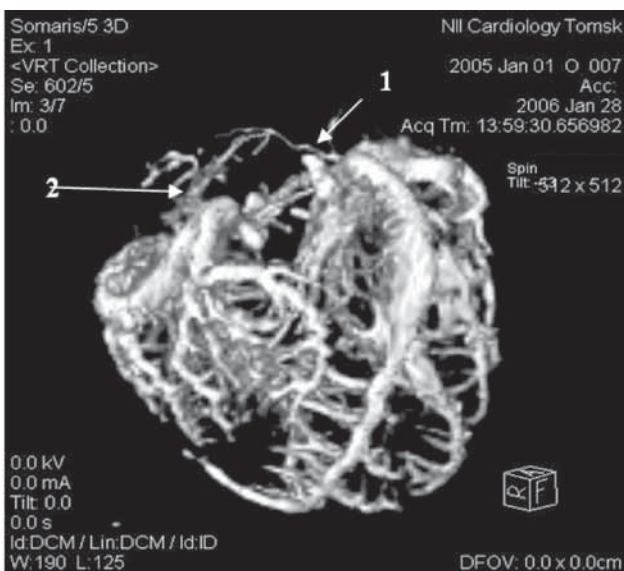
Спиральная компьютерная томограмма с трехмерной реконструкцией коронарного русла (1 – АСУ, отходящая от огибающей артерии; 2 – рентгеноконтрастная нить, имплантированная в линию разреза)
